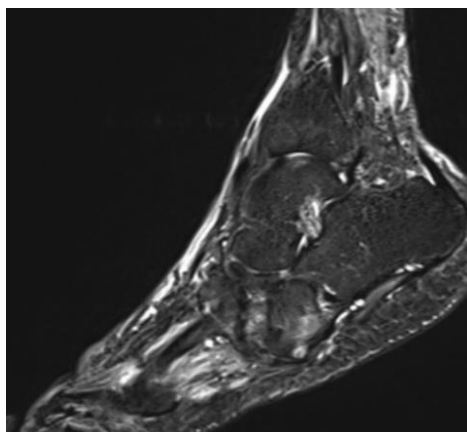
МРТ левой стопы после лечения
